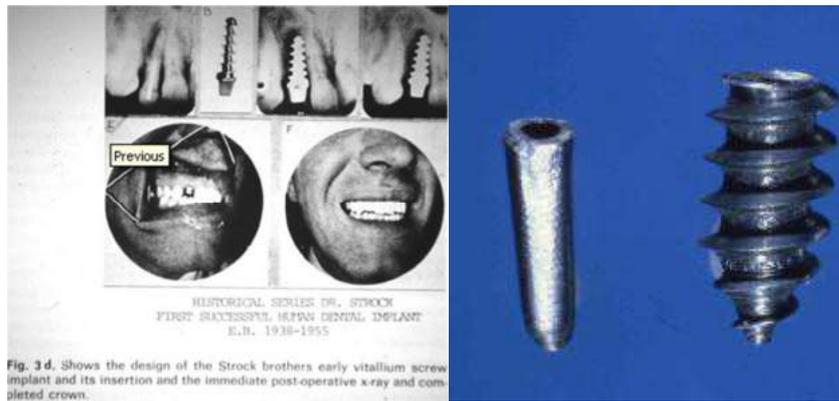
Shows the design of the Strock brothers early vitallium screw implant and its insertion and the immediate post-operative x-ray and completed crown.
